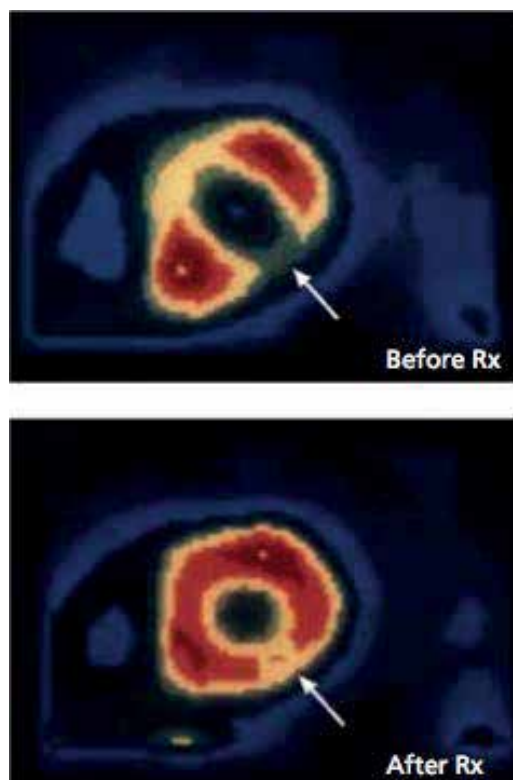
Позитронно-эмиссионная компьютерная томография пациента с ИБС (стрелкой обозначена область миокарда с недостаточным кровотоком) (вверху). Всего через 3 нед. растительного питания зафиксировано восстановление кровотока (внизу) [31].
